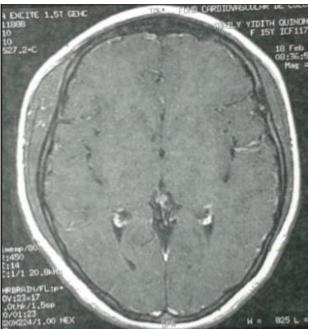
Y 48. RMN de cerebro que evidencia hipertrofia unilateral de musculo temporal derecho.
